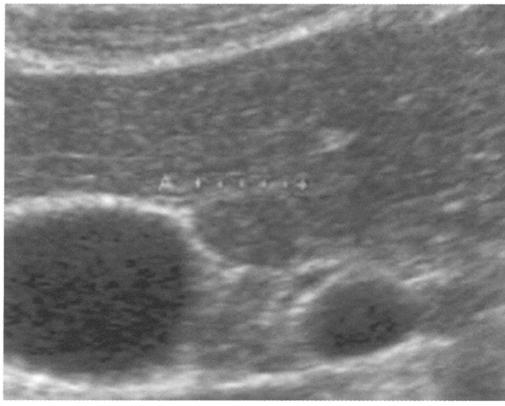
腹部超音波 B-mode (左) PDUS (右)
